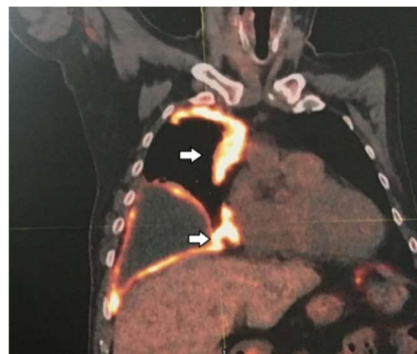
Imagem coronal sobreposta de TC e PET-SCAN, após a injeção venosa de FDG-¹⁸F, revelando áreas de espessamento pleural irregular nas porções superior e medial do terço superior do hemitórax direito e de todo terço inferior desse hemitórax (pontas de seta) com acentuado aumento do metabolismo (maior SUV=13,9).
